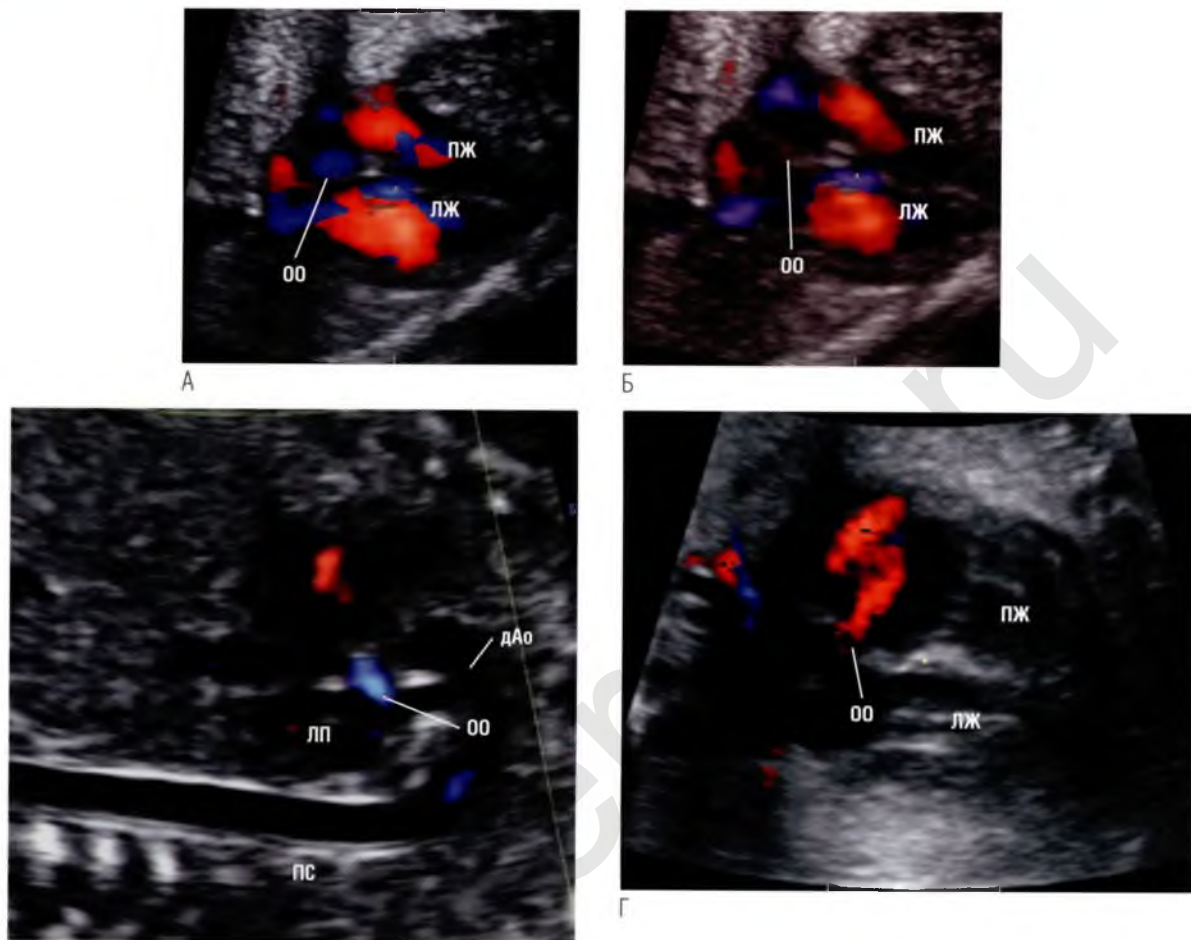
Латеральная четырехкамерная позиция идеальна для оценки шунтирования крови через овальное окно (ОО). (А) Большая часть крови перемещается справа налево. (Б) Движение кровотока слева направо в конце сердечного цикла, что является вариантом нормы. (В) Овальное окно и направление шунтирования крови (слева направо) можно исследовать на срезе по длинной оси дуги аорты (дАо). (Г) Эхокардиография плода, у которого объем шунтирования крови слева направо через открытое овальное окно немного превышает норму. Тщательное исследование левых отделов сердца не выявило причину этого изменения. В дальнейшем выяснилось, что у плода были эпизоды спонтанной наджелудочковой тахикардии (на момент ультразвукового исследования о них не было известно). Возможно, пароксизмы наджелудочковой тахикардии привели к незначительному нарушению функции левого желудочка (ЛЖ), которое осталось незамеченным, поскольку не проявлялось при стандартных исследованиях с помощью доплерографии. ЛП – левое предсердие; ПЖ – правый желудочек; ПС – позвоночный столб.
